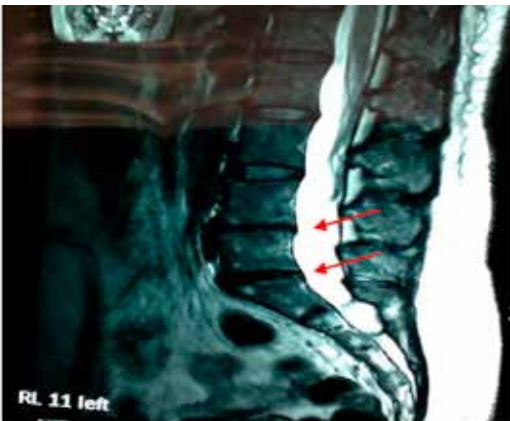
MRI post tratamiento caso 3
